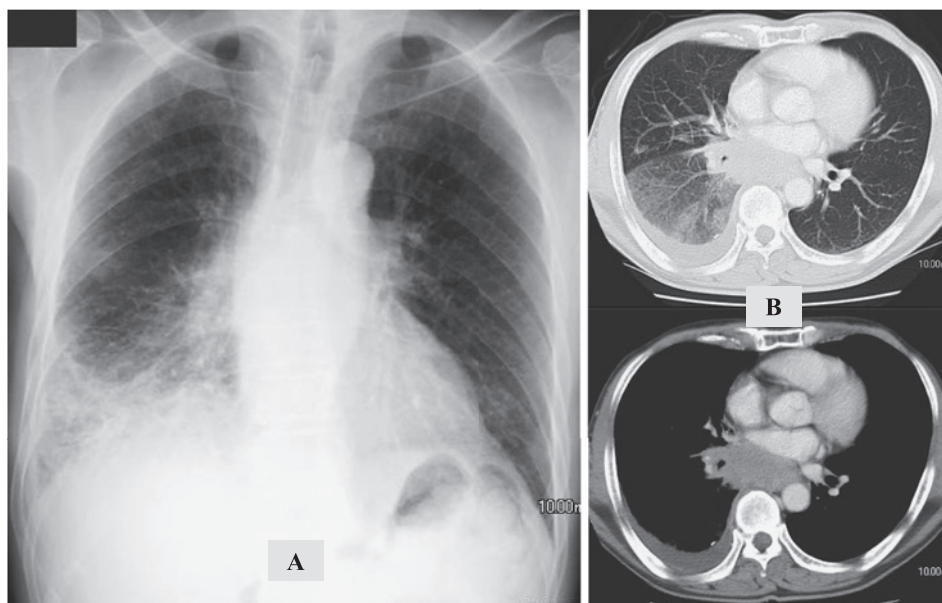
Chest X-ray film (A) and chest CT scan (B) on admission showing a large mass of 5.7 cm in diameter in the right lower lobe of the lung, with mediastinal involvement and carcinomatous lymphangiosis.
